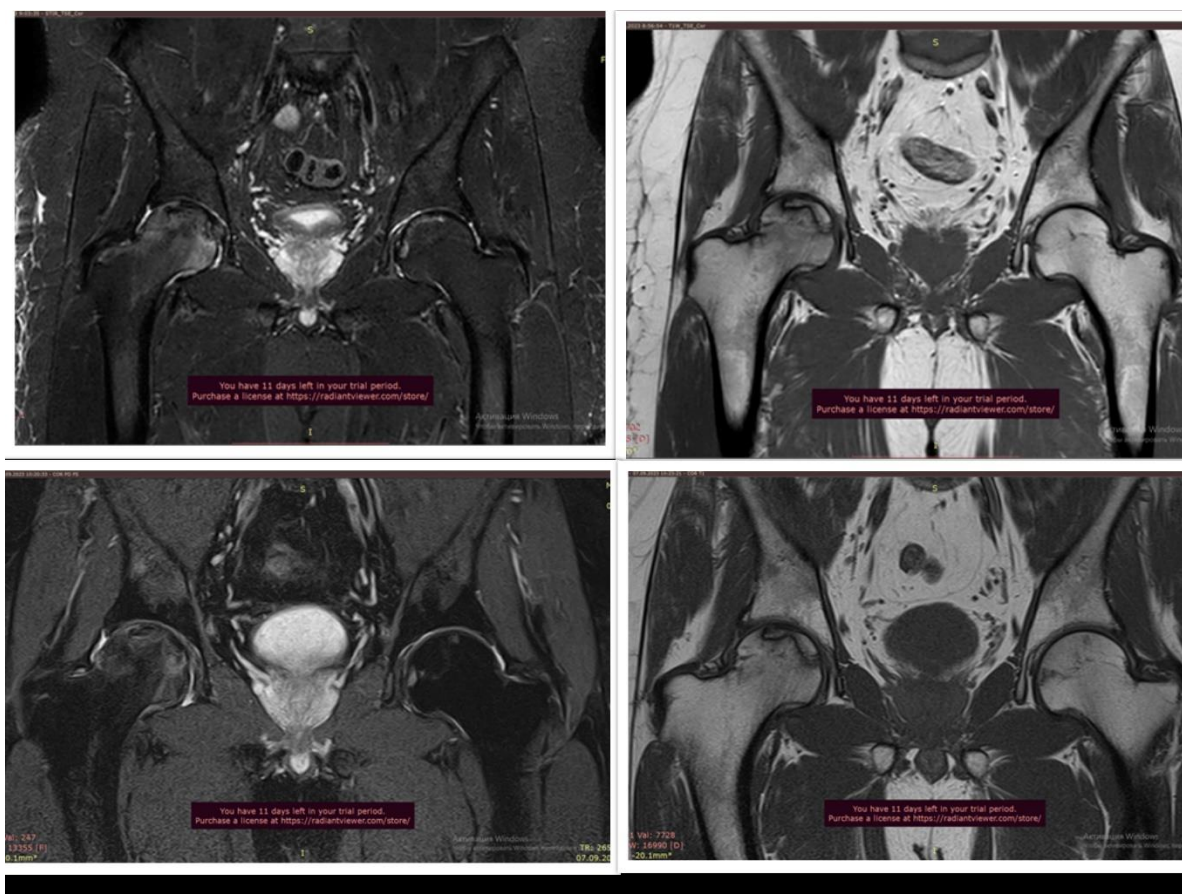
Больной М. 38 лет. STIR и T1 взвешенный режимы МРТ показывающие значительное уменьшение костного отека и остановку прогрессирования аваскулярного некроза головки бедренной кости
